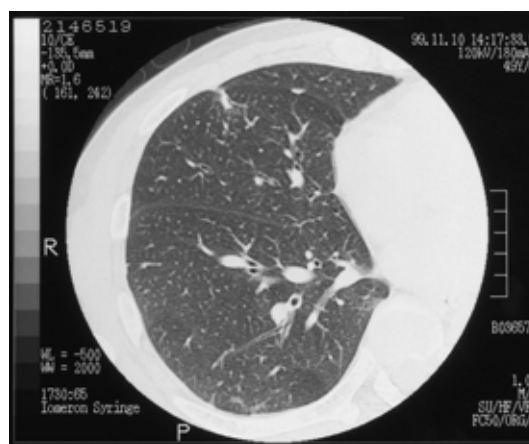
Chest CT scan (high-resolution CT) after treatment showing a marked reduction of the nodular shadow in the right middle lobe.
